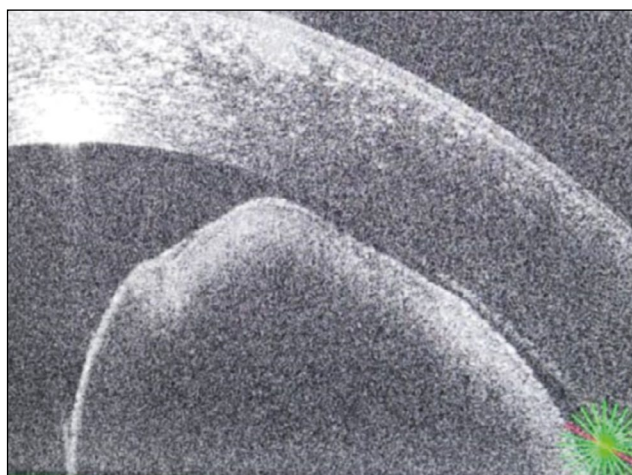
Оптическая когерентная томография радужки OD. Гиперрефлективная поверхность капсулы кисты радужки.
